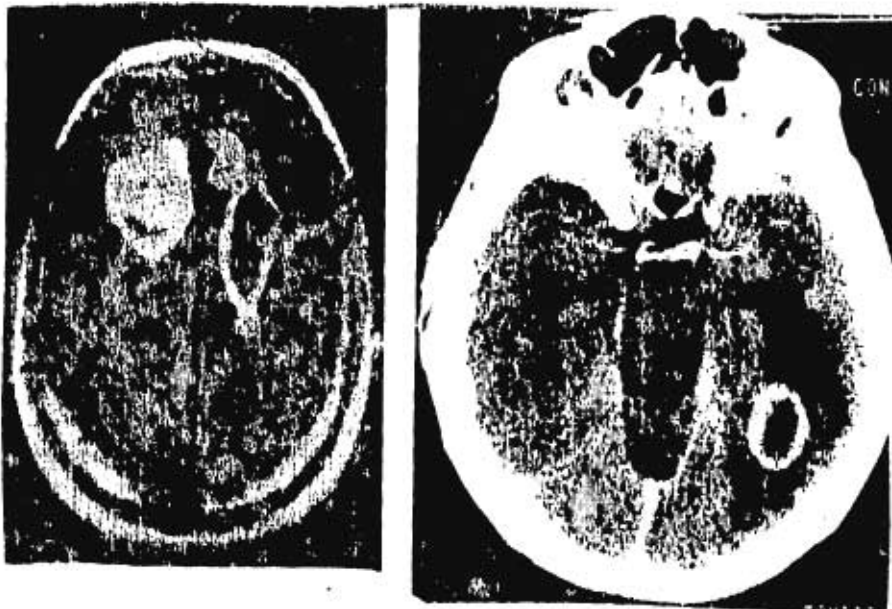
Tomografía Computarizada en la que se observan lesiones por Toxoplasmosis en paciente con SIDA.
